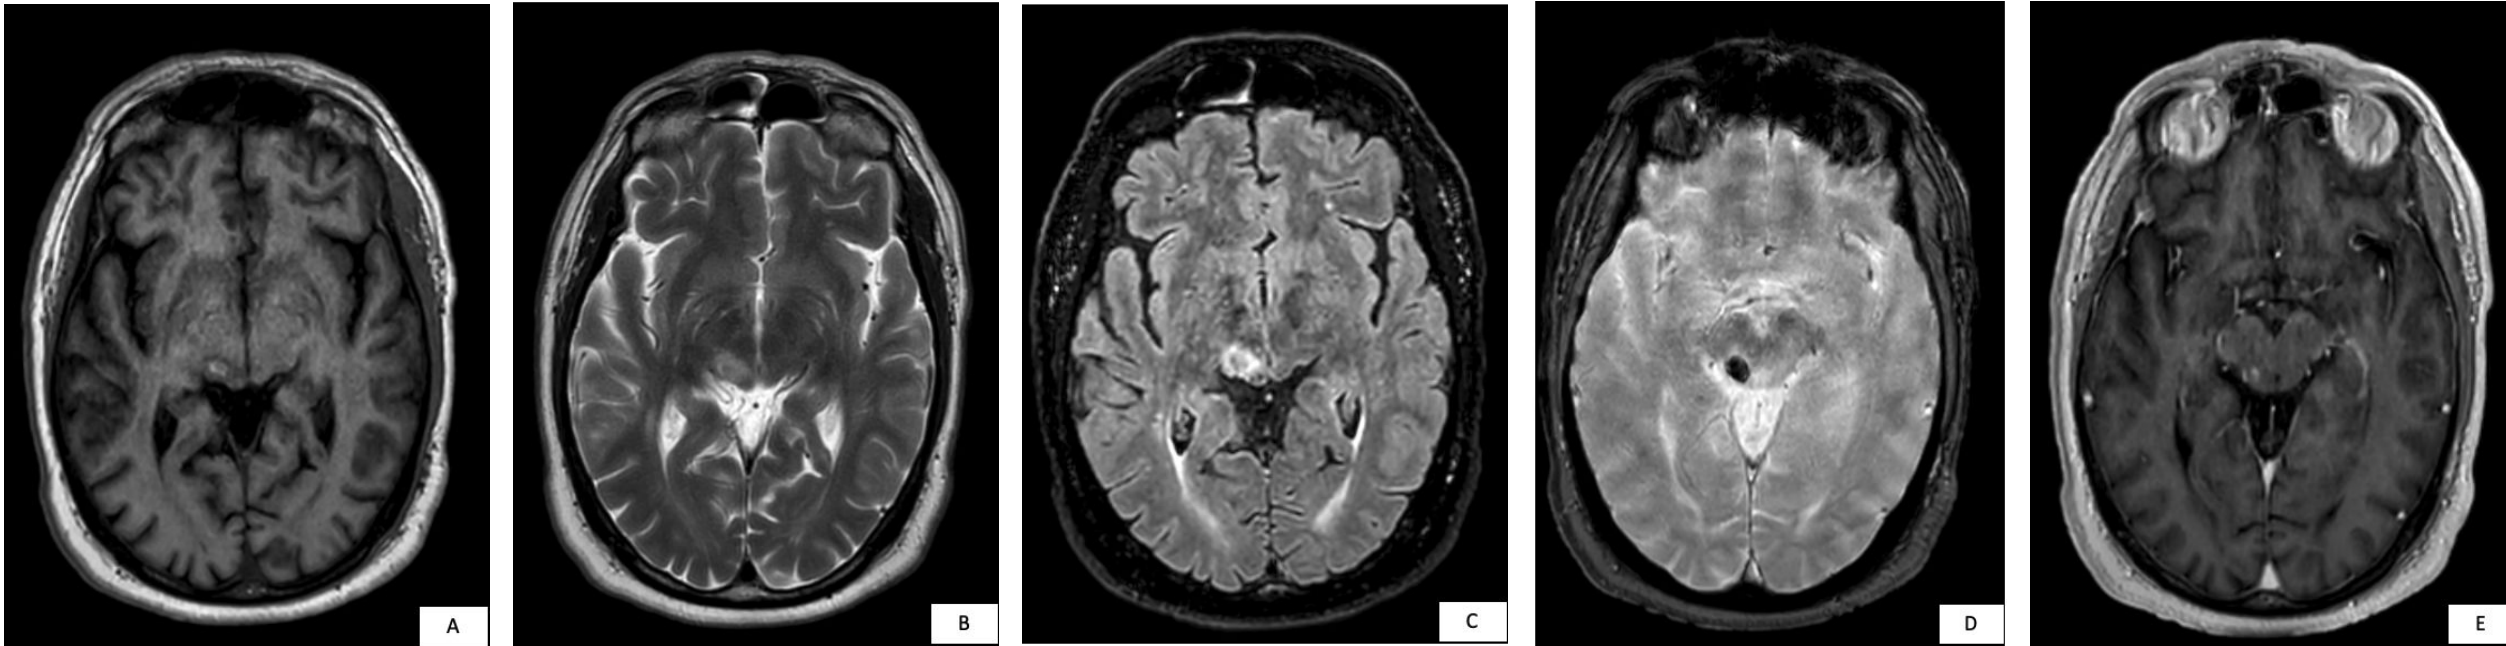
Cavernoma con restos hemáticos. Lesión situada en el margen derecho del mesencéfalo. Presenta señal isointensa en T2 axial y FLAIR (B y C), y discretamente hiperintensa en T1 (A), con marcada caída de señal en T2* (D). Asocia leve edema vasogénico (B y C) y no muestra restricción de la difusión (imagen no incluida). Tampoco presenta realce significativo tras la administración de contraste i.v. (E). Ejerce un discreto efecto de masa sobre las estructuras adyacentes, con ligera obliteración del acueducto de Silvio. En conjunto, las características de imagen son compatibles con un cavernoma con restos hemáticos como diagnóstico más probable.
